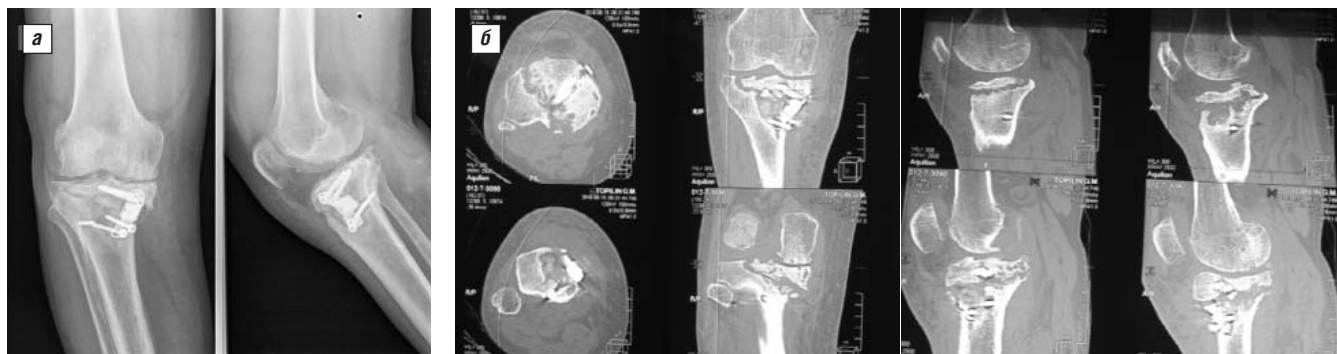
Рентгенограммы (а) и компьютерные томограммы (б) больного Т. перед повторной операцией
